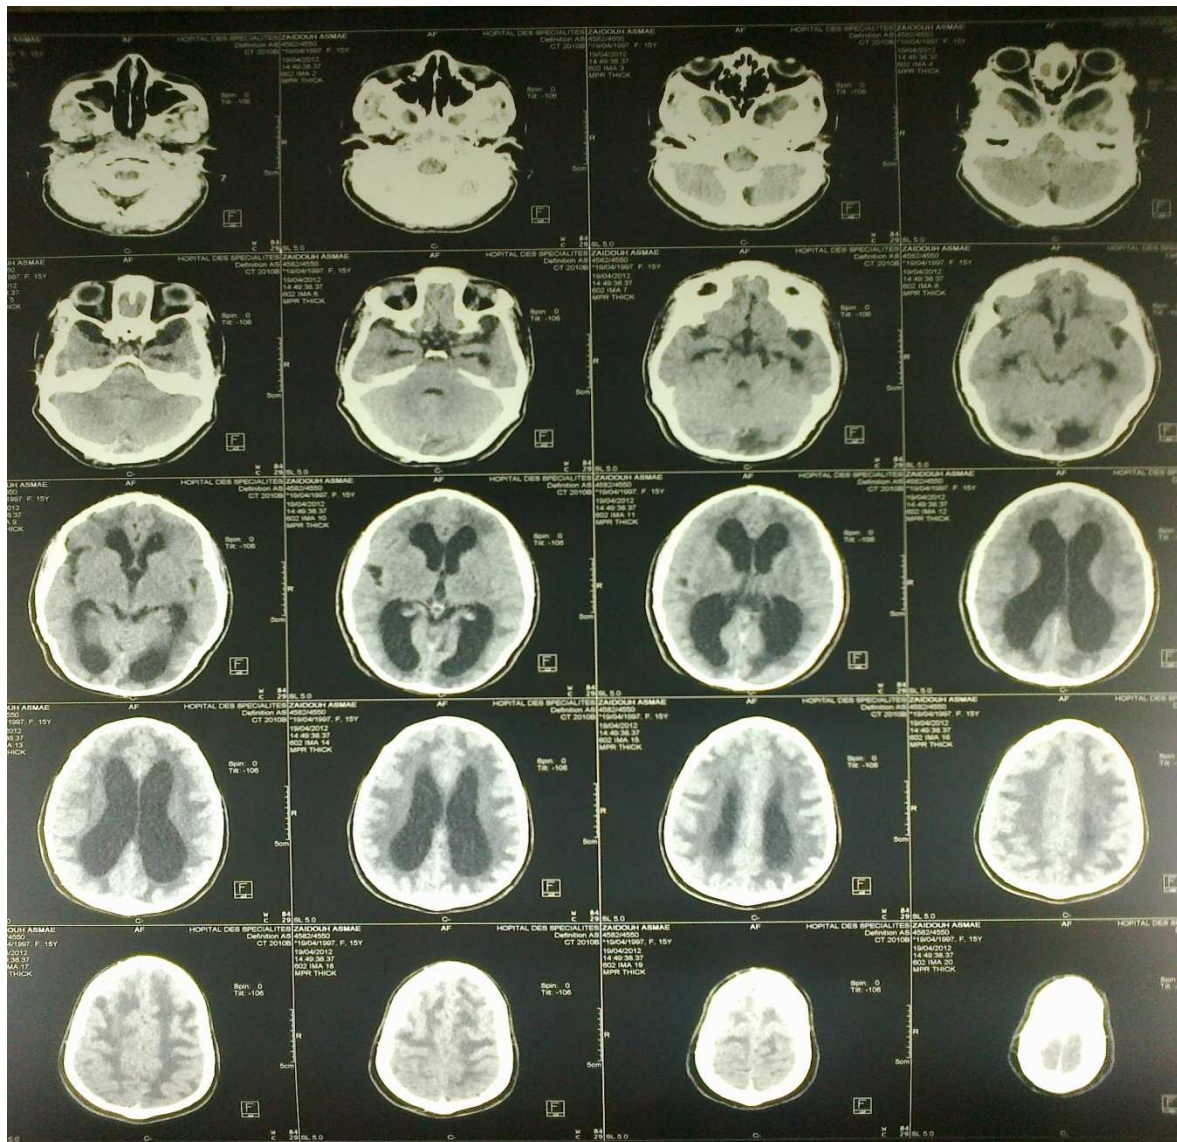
TDM cérébrale réalisée chez Z. A. (syndrome de Scheie) montrant une hypodensité de la substance blanche et une ventriculomégalie.
